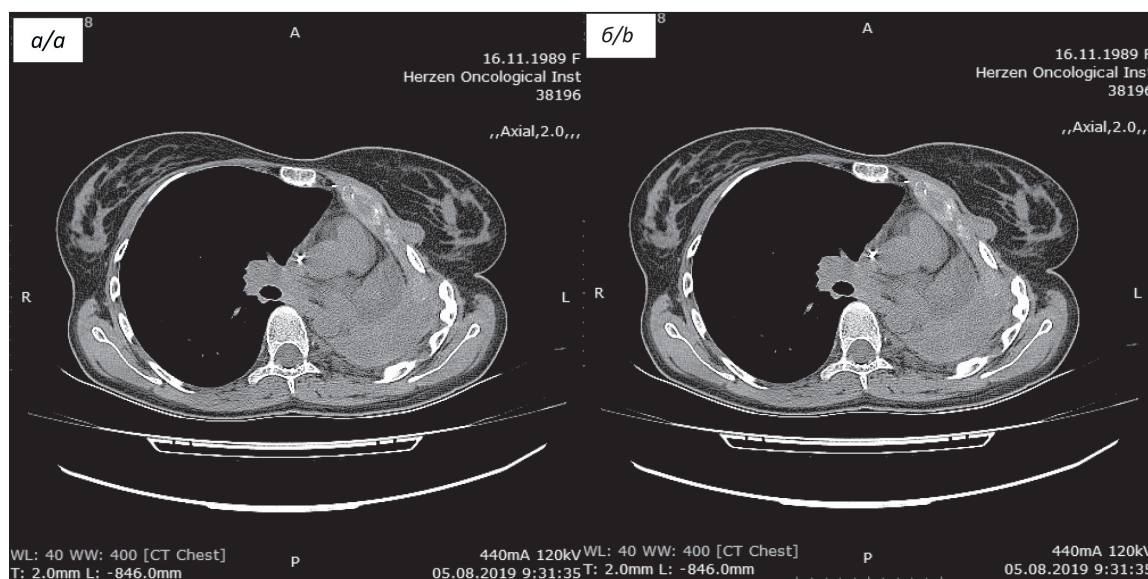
КТ органов грудной клетки: а – перед началом терапии ниволумабом; б – через 2,5 года от начала лечения ниволумабом
